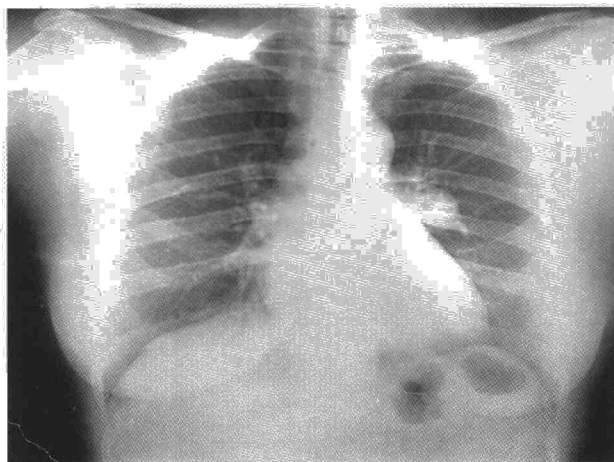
Radiografía PA de tórax con nódulo pulmonar de 3 cm junto al hilio izquierdo.
